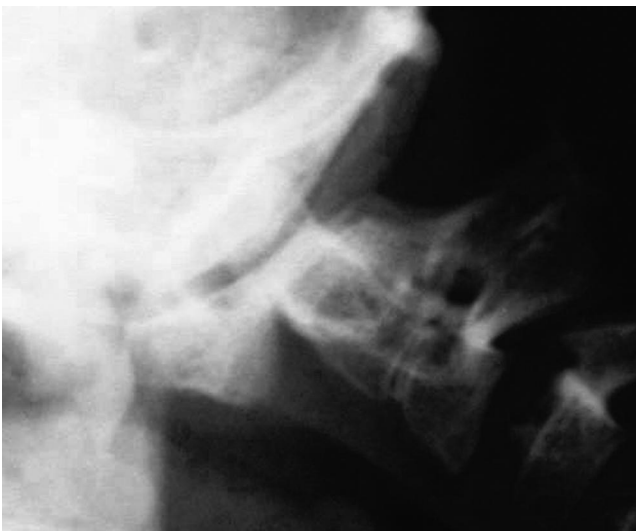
The lateral functional radiograph reveals the atlantoaxial instability.
